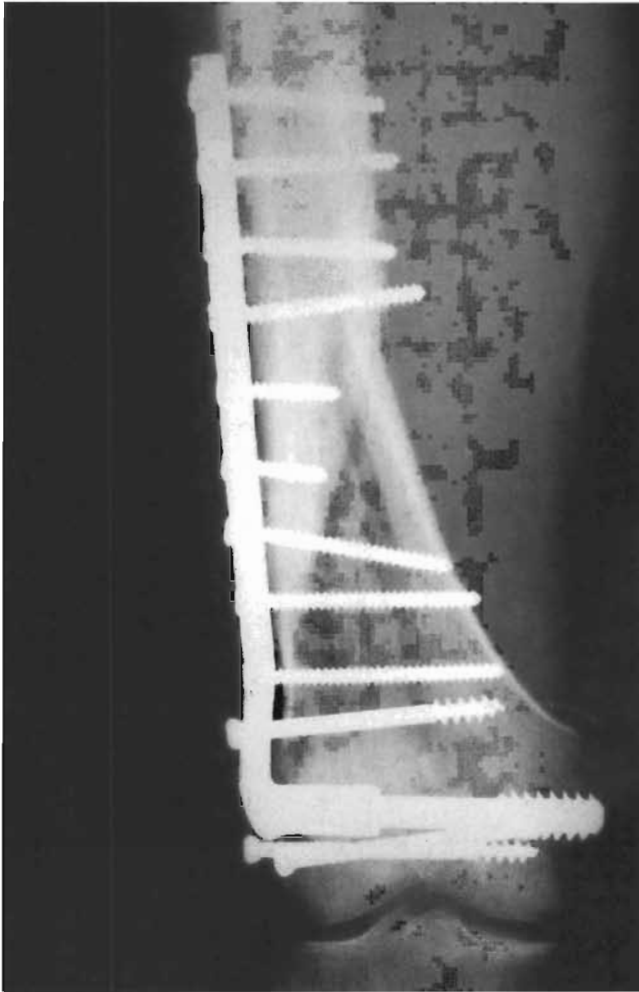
Radiografía anteroposterior de la fractura de la figura 2, sintetizada mediante tornillo-placa DCS.
